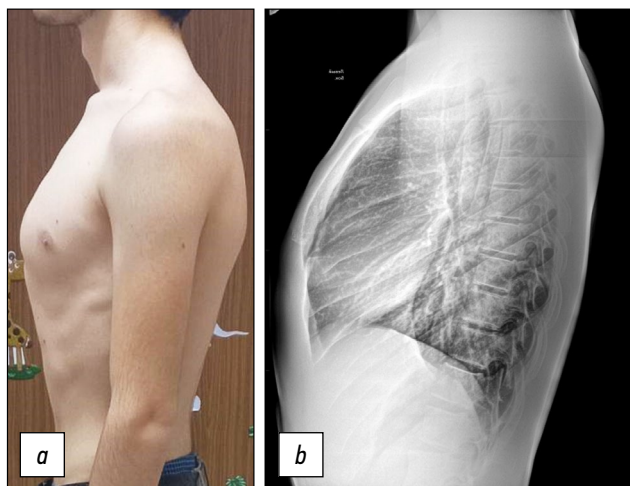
Внешний вид (а) и рентгенограмма грудной клетки в боковой проекции (б) юноши 17 лет с килевидной деформацией грудной клетки. Выстоящие лопатки создают ложное представление об увеличении грудного кифоза. Отклонения туловища от вертикальной оси в сагиттальной плоскости нет, осанка не нарушена. На рентгенограммах в боковой проекции грудной кифоз в норме.
